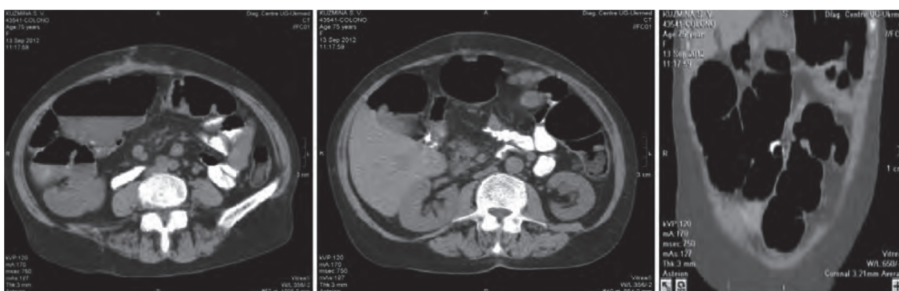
На МСКТ отчетливо видна неизменная зона анастомоза без признаков рецидивирования.
